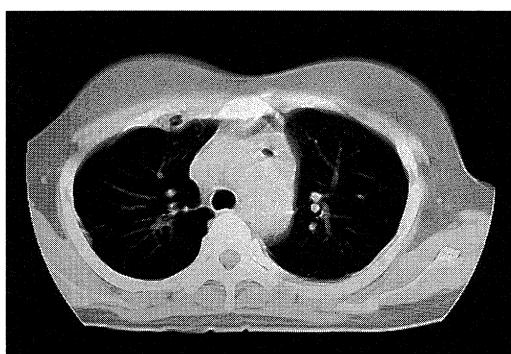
CT demonstrates free air in the mediastinum(↑) and extrapulmonary space (△).
